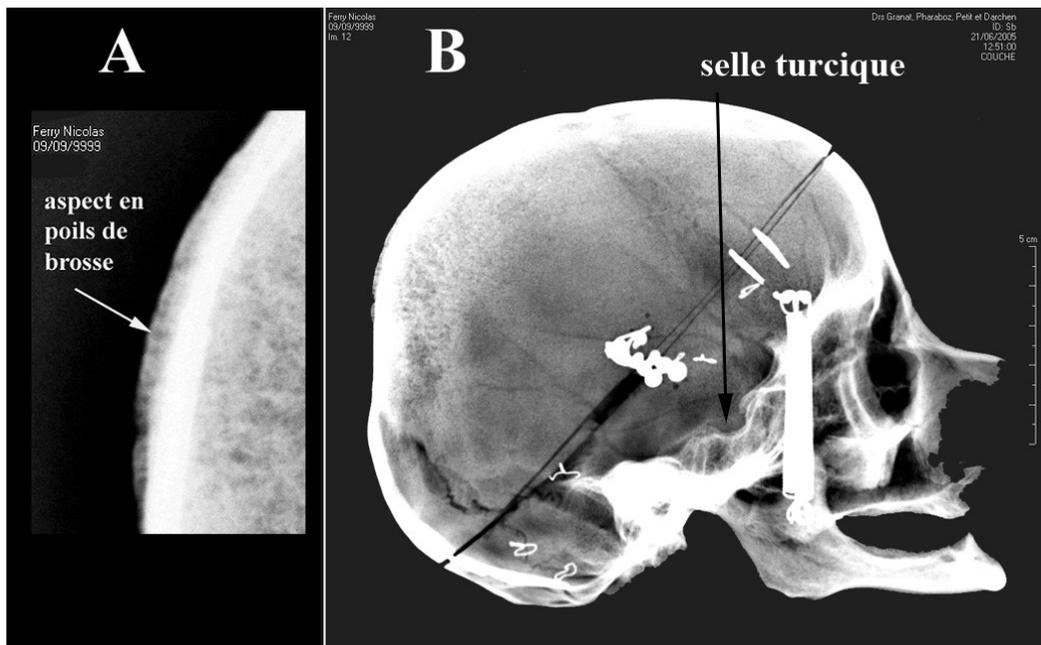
Radiographies du crâne de Bébé. A— Aspect en poils de brosse de l'hyperostose porotique pariétale. B— profil droit du crâne (© cliché CIMI).
